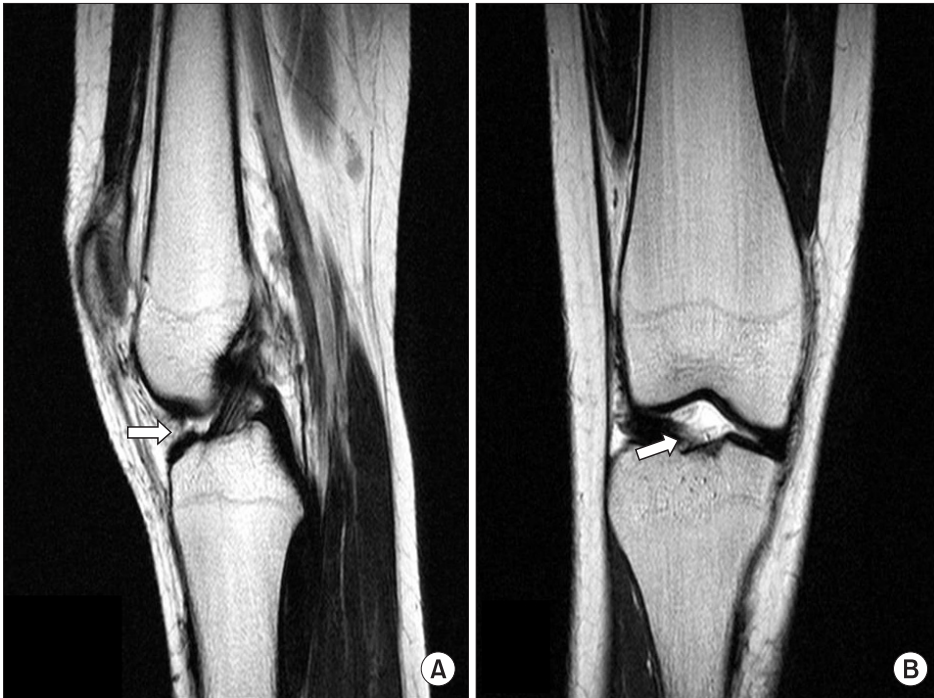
(A) (B) Case 1. MR images taken 20 months after surgery show disappearance of mass compared with preoperative MR.
